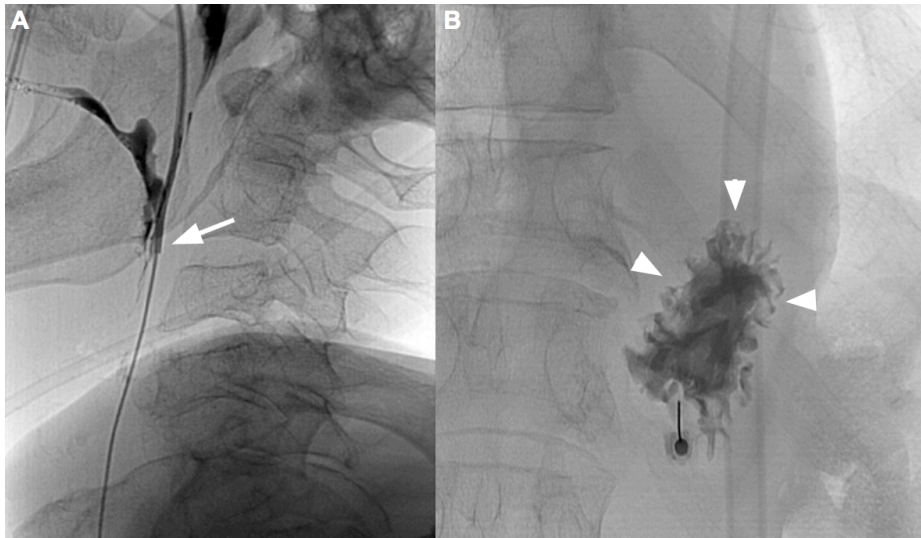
Paciente portador de volumoso tumor de orofaringe com extensão à hipofaringe. (A) Radioscopia da face e do pescoço em perfil. Obstrução total da passagem pelo trato digestivo superior no ponto destacado pela seta branca; (B) Radioscopia do abdome. Punção percutânea do estômago não distendido guiada por ultrassonografia. As cabeças de setas demonstram o pregueamento mucoso gástrico típico preenchido pelo meio de contraste iodado.
